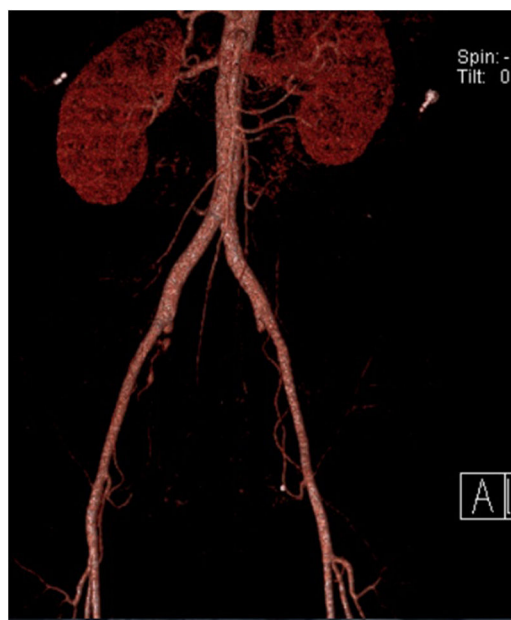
Angiotomografía con reconstrucción en 3D, posterior a ligadura de las arterias hipogástricas (ligadura proximal y tronco posterior bilaterales).
